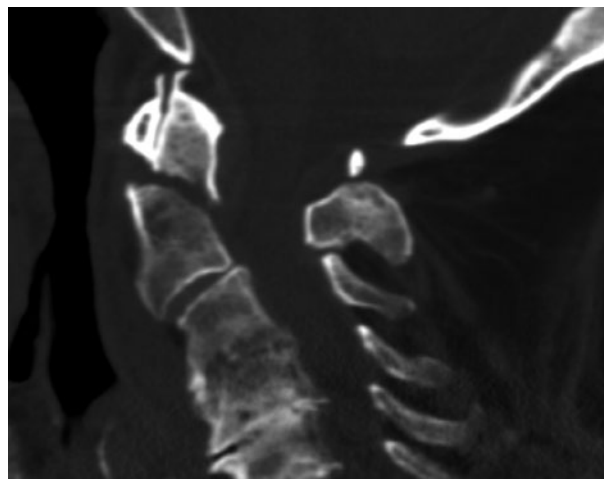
◀ Computertomographie der Halswirbelsäule in sagittaler Rekonstruktion mit Nachweis einer Densfraktur nach HWS-Trauma
